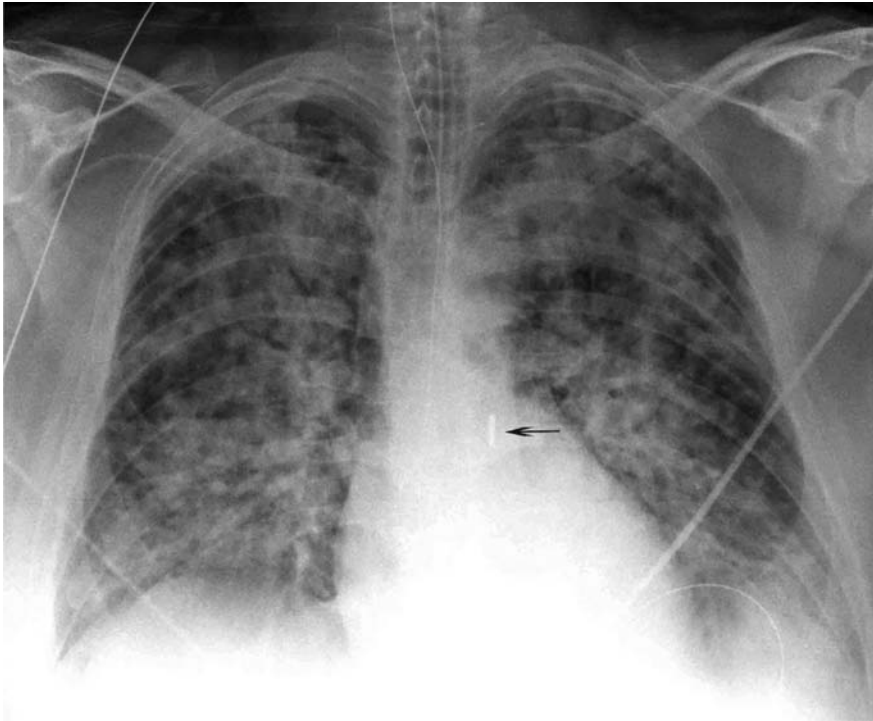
Radiografía de tórax que ilustra un cuadro de SDRA
